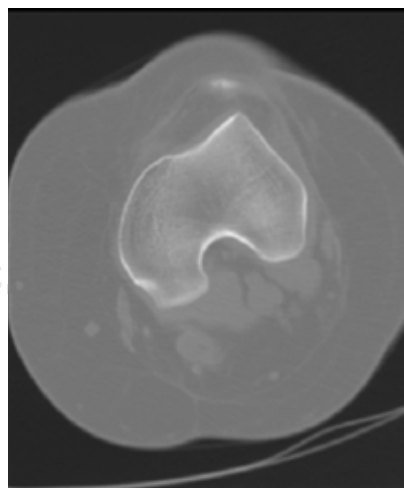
Un signo indirecto de la rótula alta es la ausencia de la rótula frente a la tróclea en el corte axial de referencia de la tróclea femoral en la tomografía computarizada.
